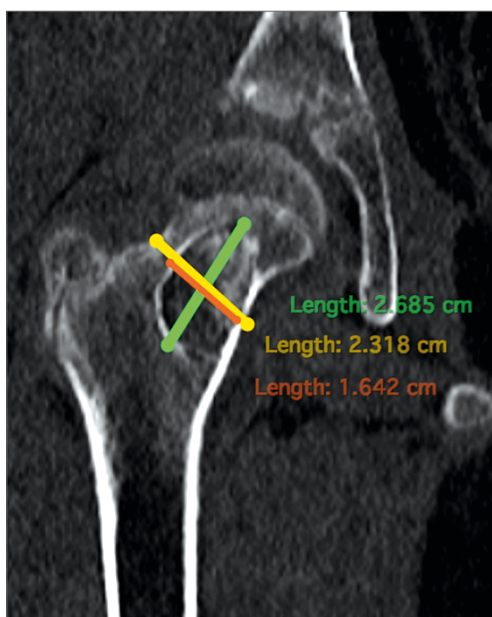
Результати КТ до оперативного втручання
